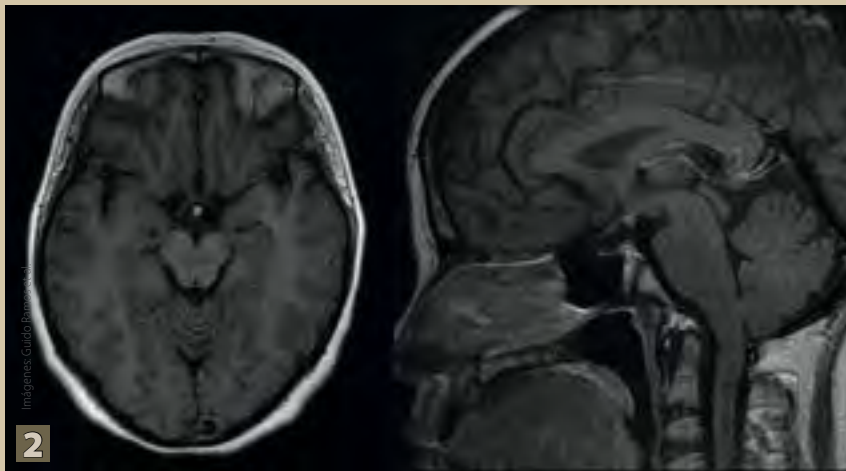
Cortes axial y sagital de RM en secuencia FLAIR+GD, donde se identifica la triada clásica, ausencia de tallo, hipófisis posterior de localización alta (ectópica) e hipoplasia de la hipófisis anterior, apenas visible en el fondo de la silla turca
